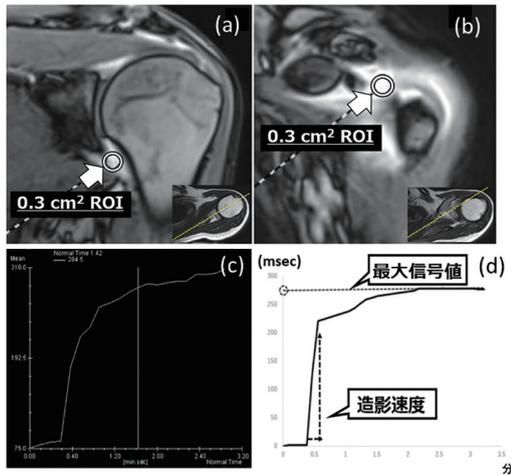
Dynamic MRIでの異常血流の半定量的評価の手法
